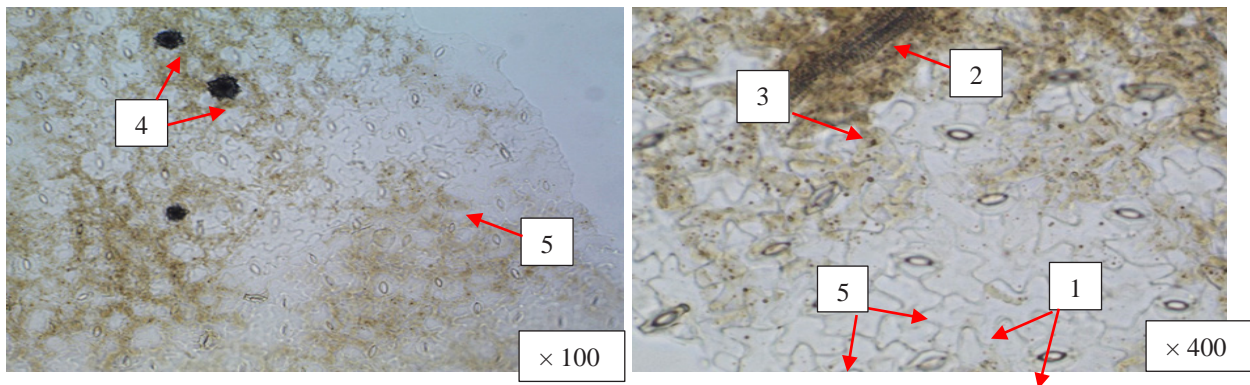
Фрагменти нижньої епідерми листка *Saponaria officinalis* L.: 1 – клітини епідерми, 2 – судини, 3 – мезофіл листка, 4 – друзи кальцію оксалату, 5 – продири
